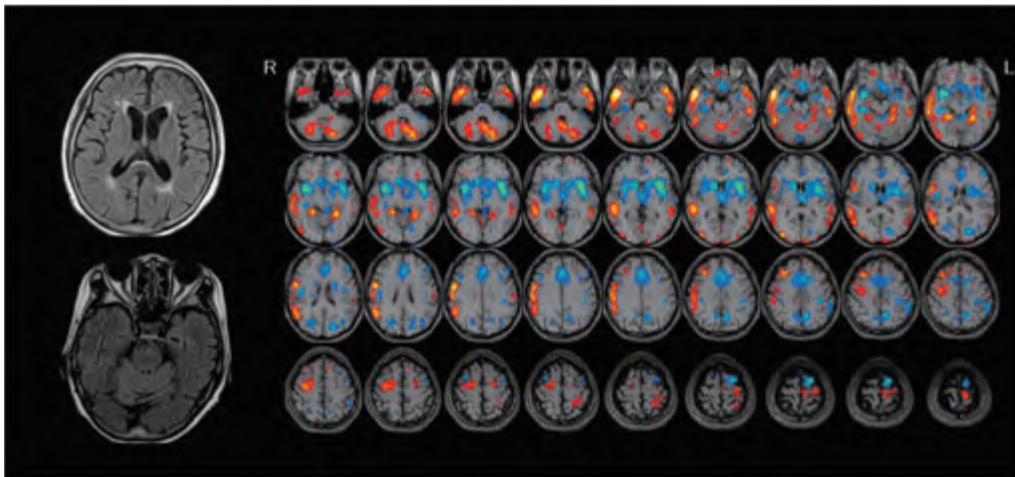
橋本脳症(76/F)の頭部MRI(T2/FLAIR)と脳血流SPECT(e-ZIS)
